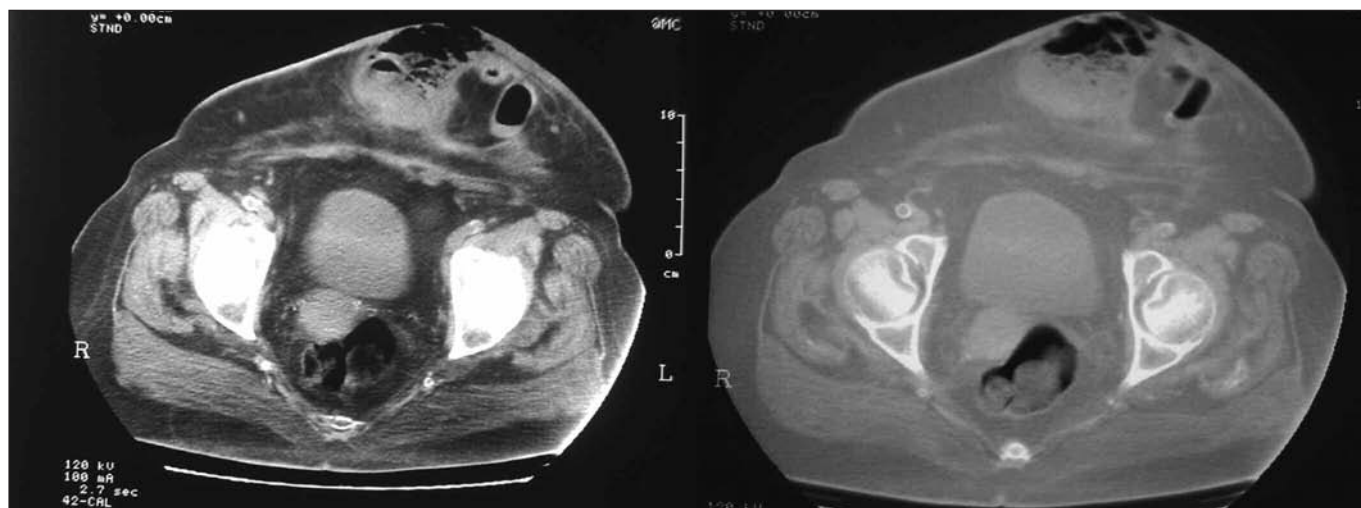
Imágenes de la TAC abdominal. Izquierda (TAC abdominal con contraste i.v.). Derecha (TAC abdominal con ventana de pulmón para identificar gas intraperitoneal). Se visualiza una gran hernia a nivel umbilical que engloba asas de intestino delgado, muy engrosadas y con colección accesoria, pareciendo tener la propia hernia solución de continuidad con el exterior.
